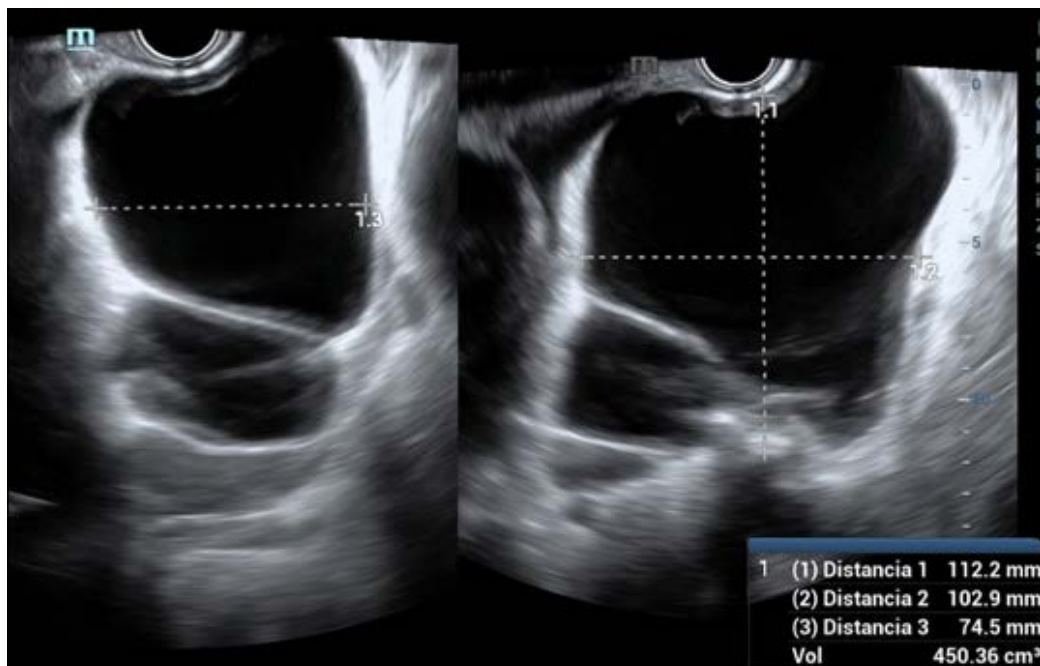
Ecografía obstétrica transvaginal.
